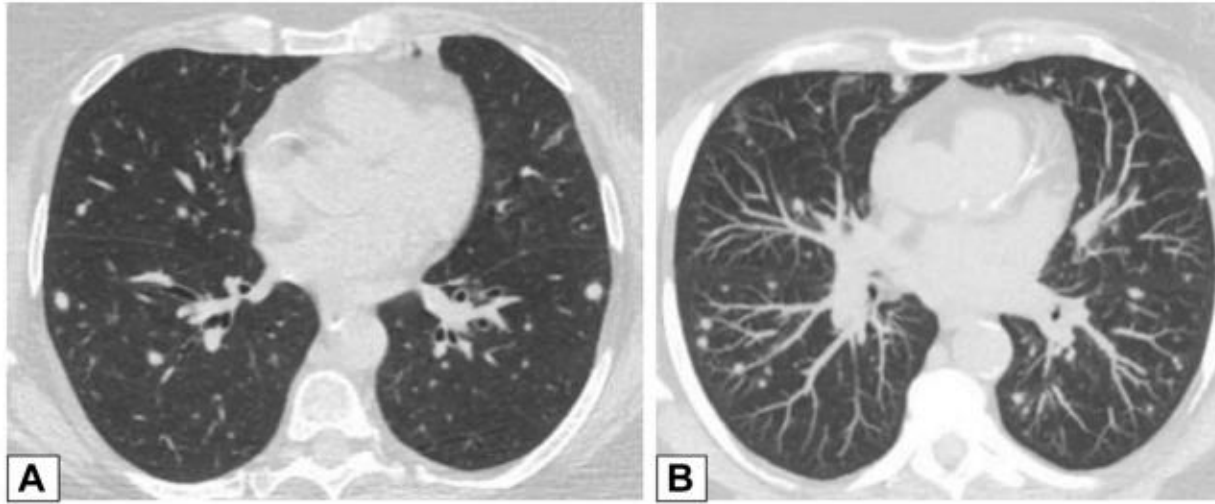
A, B, Small micronodules. Axial high-resolution CT scanning section (A) and maximum intensity projection image (B) in the same patient. CT scan images demonstrate multiple small, solid lung nodules bilaterally that are suggestive of possible malignancy or infection. CT scanning-guided core biopsy results were consistent with a diagnosis of organizing pneumonia.
